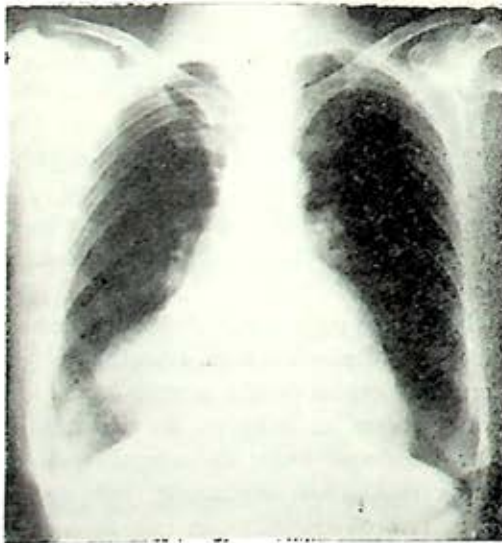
Caso 6. Radiografía de una paciente con escasa sintomatología respiratoria, en donde se observa una gran opacidad basal paracardiaca derecha, posterior al tratamiento permaneció asintomática y con radiografía de control normal.
